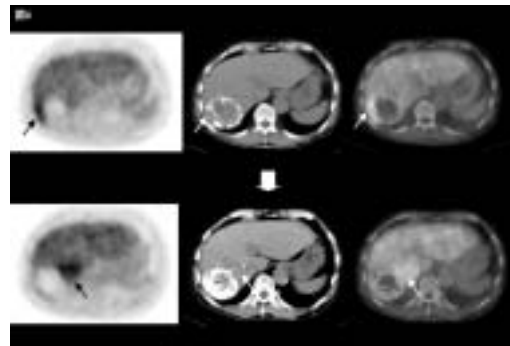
F-18 FDG PET/CTによる肝癌治療後のモニタリング
